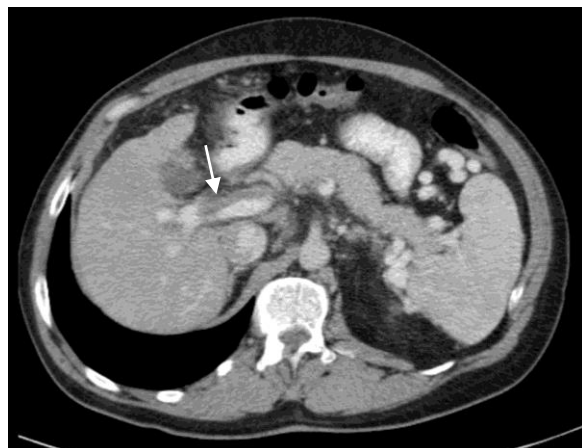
Examen CT, timp portal: tromboză venă portă
